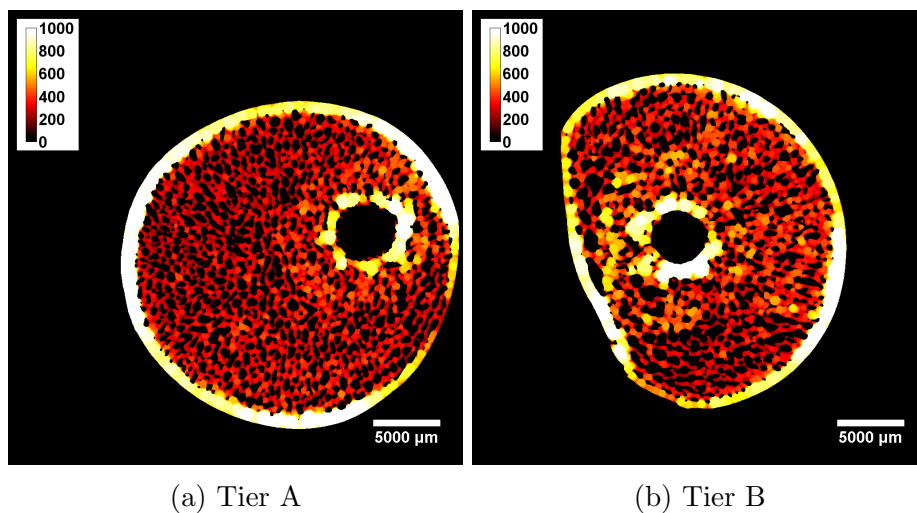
Tb.Th*-Karten zu den  $\mu\text{CT}$ -Aufnahmen aus Abbildung 3.10 a & b. Der Hüftkopf von Tier B zeigt über den gesamten Querschnitt deutliche Verdickungen der Trabekelstruktur (orange bzw. gelbe Bereiche), während bei Tier A die Trabekel nur in der Nähe des Bohrkanals eine leichte Verdickung aufweisen.
